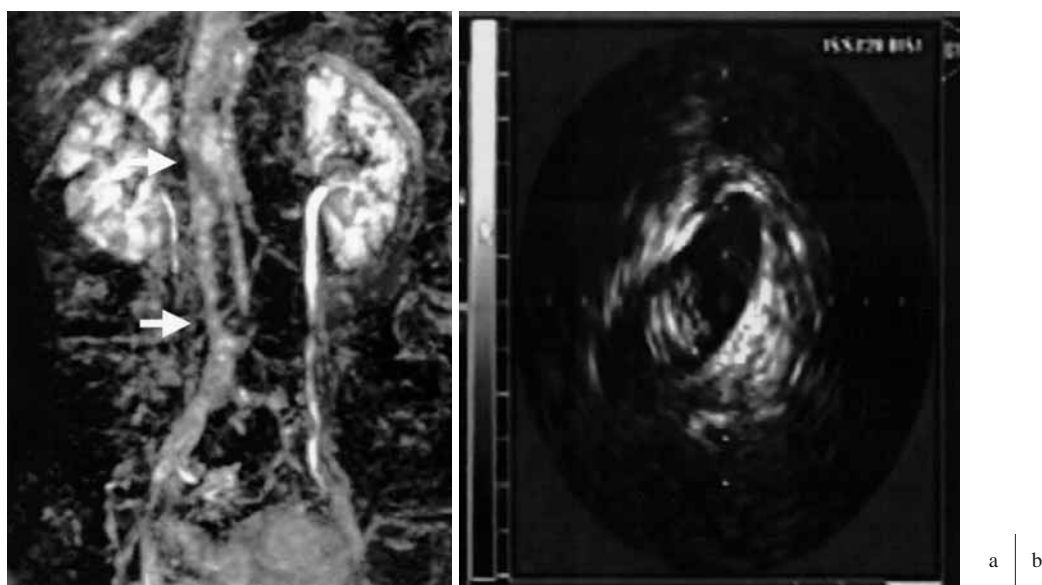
(a) Magnetic resonance venography showed the left-sided iliofemoral thrombosis extended to the inferior vena cava. (b) The high echoic thrombus was observed in the inferior vena cava.
